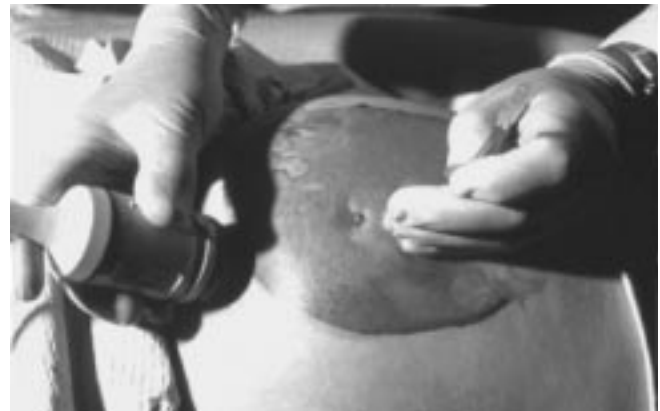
Muestra la técnica de amniocentesis guiada por USG. (Obtenido de Enciclopedia Encarta 99 Cd Rom Interactive. Microsoft.)
